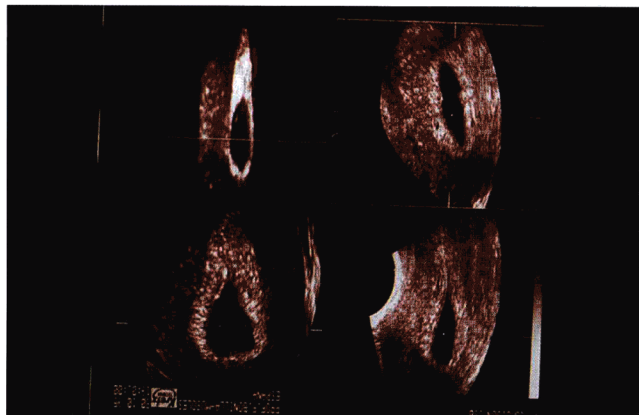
子宫积血的三维超声图像。(Courtesy of Prof. F. Bonilla-Musoles.)
